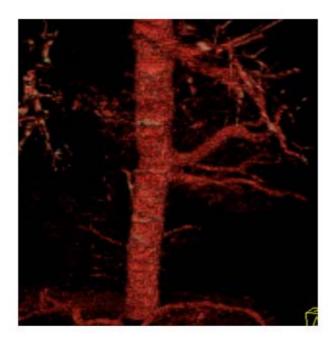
Angio TAC torácico. Reconstrucción en AVI.
